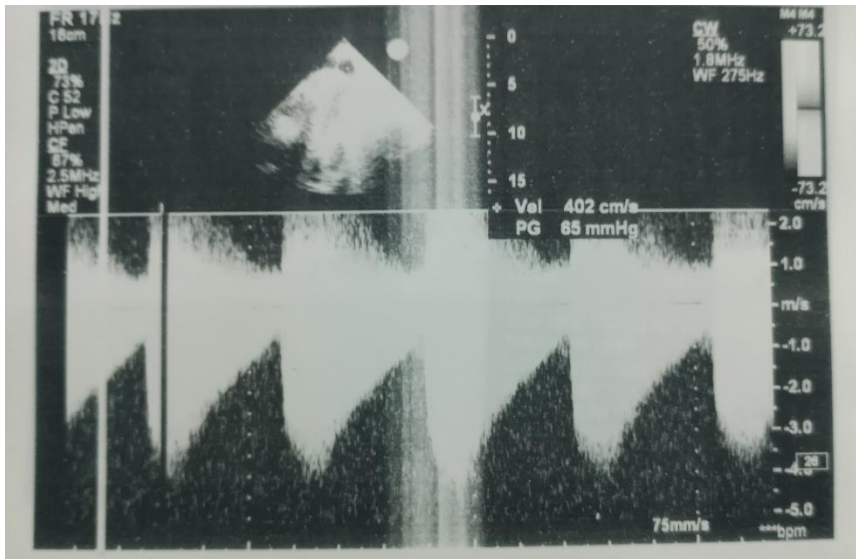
Le film d'échographie cardiaque
